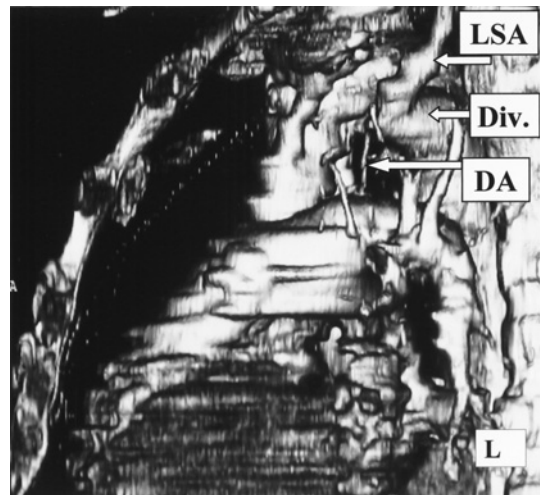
3D-CT demonstrated the right aortic arch with an aberrant left subclavian artery (LSA) and ductus arteriosus (DA) originating from a diverticulum (Div.) at the descending aorta.
